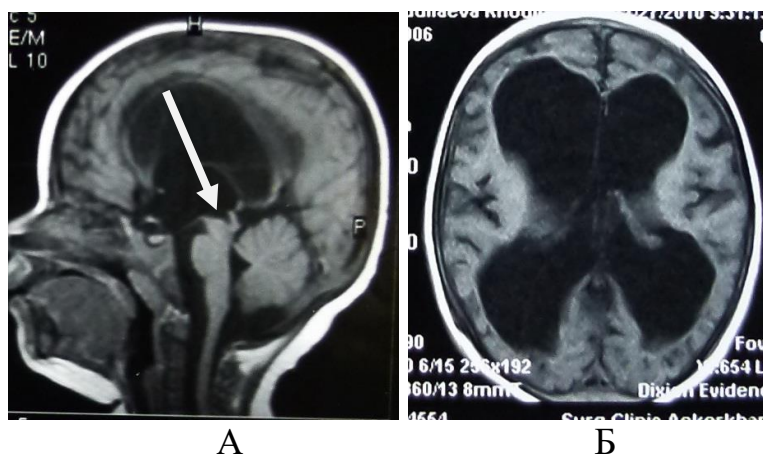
МРТ-исследование больного Х., 1 год, история болезни №886-08. Д-з: Окклюзионная тривентрикулярная декомпенсированная гидроцефалия: А — сагиттальный срез, стрелкой указана деформация водопровода мозга в его нижних отделах; Б — аксиальный срез — декомпенсированная вентрикуломегалия
